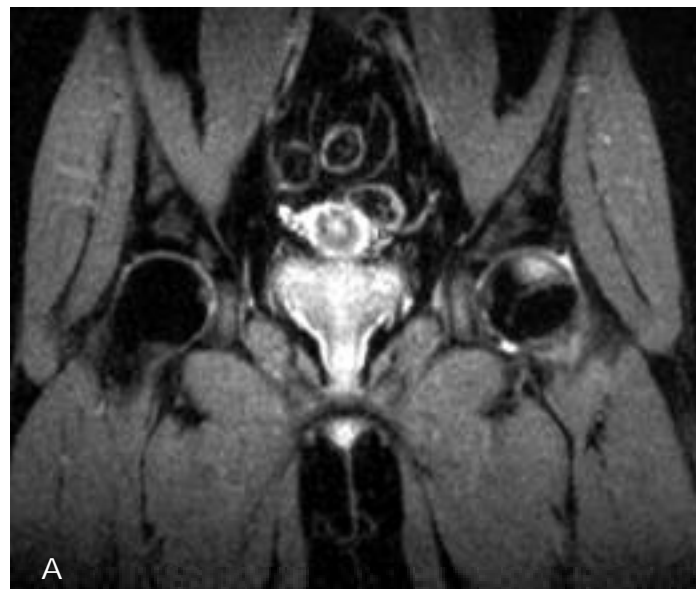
Patrón de edema de médula ósea focal. 4a. STIR coronal, mayo 95. 4b. STIR coronal, agosto 95. Mujer de 64 años con dolor en cadera izquierda y radiografía simple normal. En RM se objetiva un área de edema localizado en vertiente anterolateral de cabeza femoral izquierda (a) que desaparece en control realizado 3 meses después (b). Este caso ilustra la dificultad en el diagnóstico diferencial de EMO frente a NA precoz, especialmente cuando el edema es focal.
